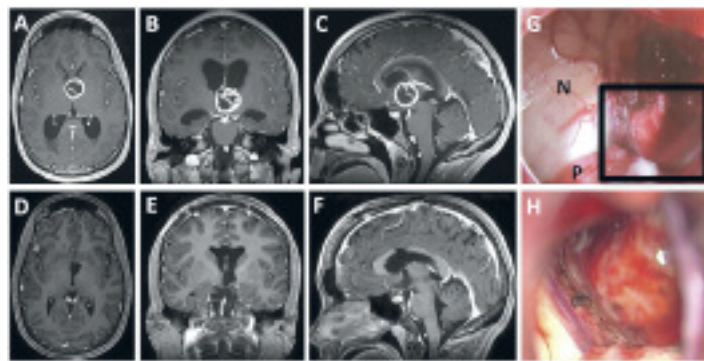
Prä- (A, B, C) und postoperative MRT-Aufnahmen (D, E, F) eines 16-jährigen Mädchens mit Hirndruckzeichen und einem pilomyxoiden Astrozytom, ausgehend vom linken Hypothalamus. Das am Ende der Operation benutzte Endoskop (G) bietet eine bessere Übersicht über den Operationssitus als das Mikroskop (H). Beim Blick über den linken Seitenventrikel und den 3. Ventrikel zeigen sich Nucleus caudatus (N) und Plexus choroideus (P). Der schwarze Rahmen entspricht dem Sichtfeld des Mikroskops von (H). Das Kind war postoperativ intakt und ist seit zwei Jahren rezidivfrei.
